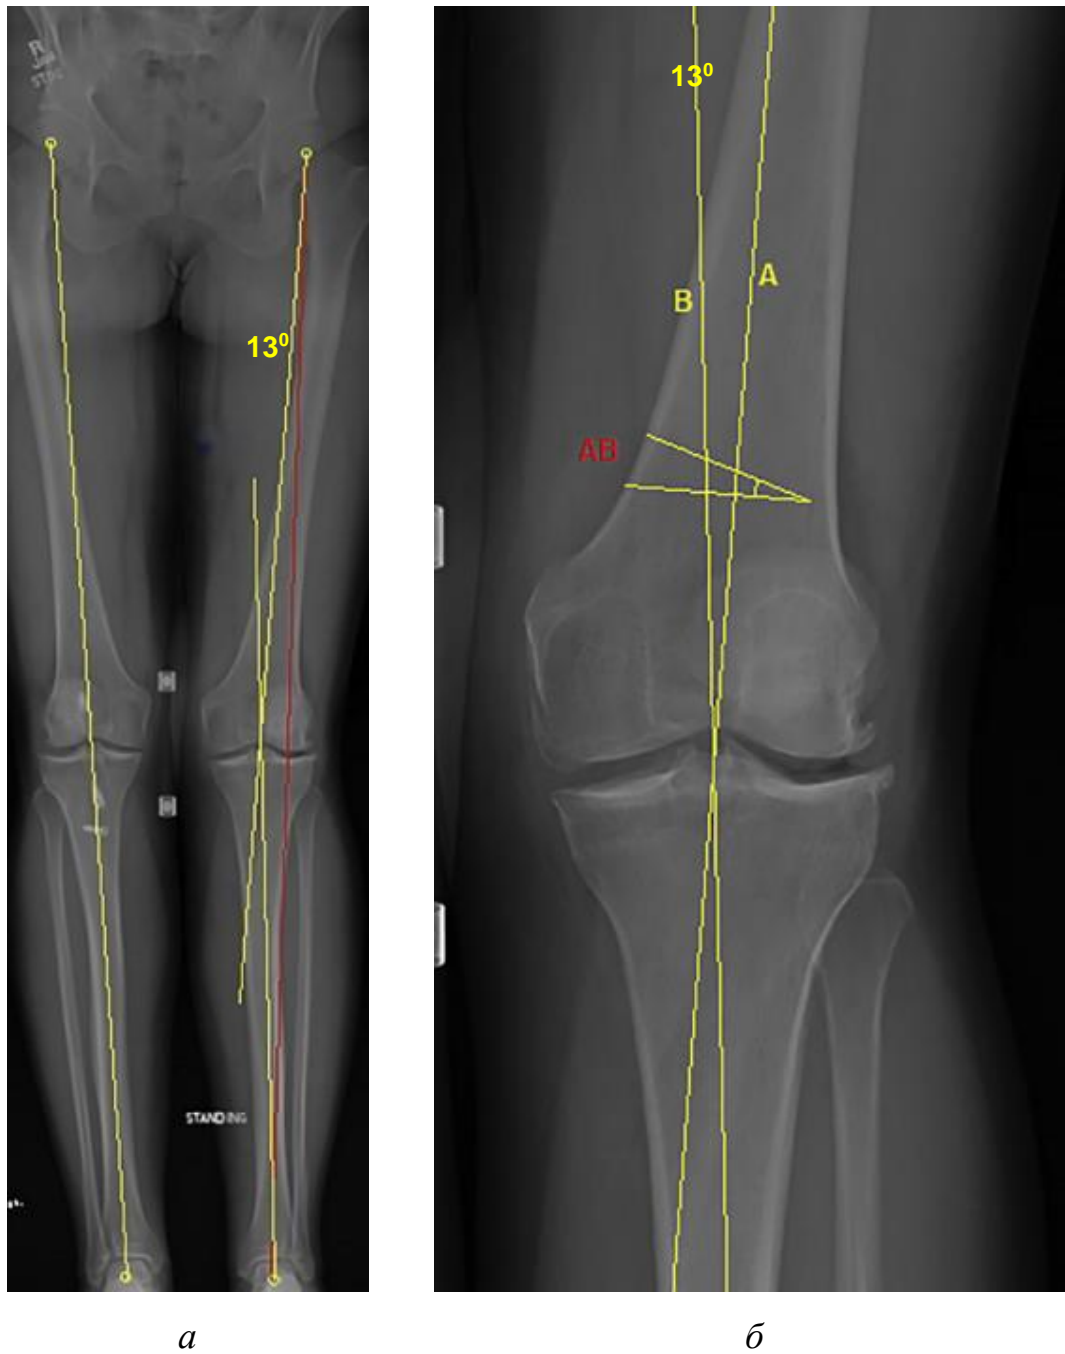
Предоперационное планирование закрывающейся клиновидной варизирующей остеотомии бедренной кости: *а* — постуральная рентгенограмма нижних конечностей в прямой проекции с определением угла вальгусного отклонения левой нижней конечности; *б* — рентгенограмма левого КС в прямой проекции, где А — линия, проведенная от центра головки бедренной кости к центру КС; В — линия, соединяющая центры коленного и голеностопного суставов; АВ — угол коррекции вальгусной деформации
